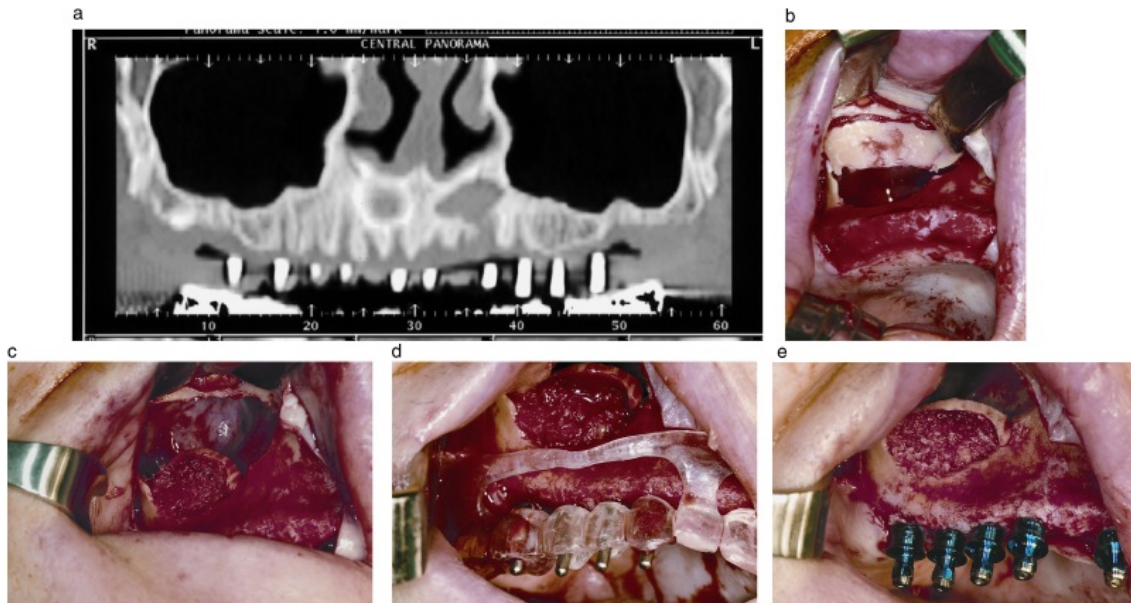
Perfuração de membrana sinusal maior que 10 mm tratada com somente uma lâmina de osso lamelar adaptada para isolar o enxerto do seio. (a) Tomografia realizada para medir o osso disponível e a presença de septos antrais. (b) Perfuração da membrana sinusal observada. (c) Uma lâmina de osso lamelar adaptada superiormente e material particulado composto de Bio-Oss com osso autógeno coletado da perfuração do implante. (d) Preparação dos locais de fixação foi realizada usando guias cirúrgicos baseados em modelos de cera. (e) Implantes instalados no seio maxilar aumentado.
